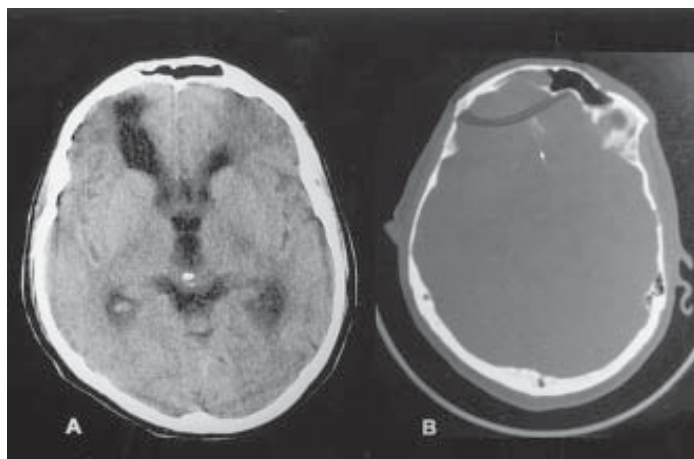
A) Tomografia computadorizada de crânio evidenciando dilatação ventricular e lesão hipodensa frontal direita. B) Aquisição com janela óssea evidenciando solução de continuidade da parede posterior do seio frontal direito.
